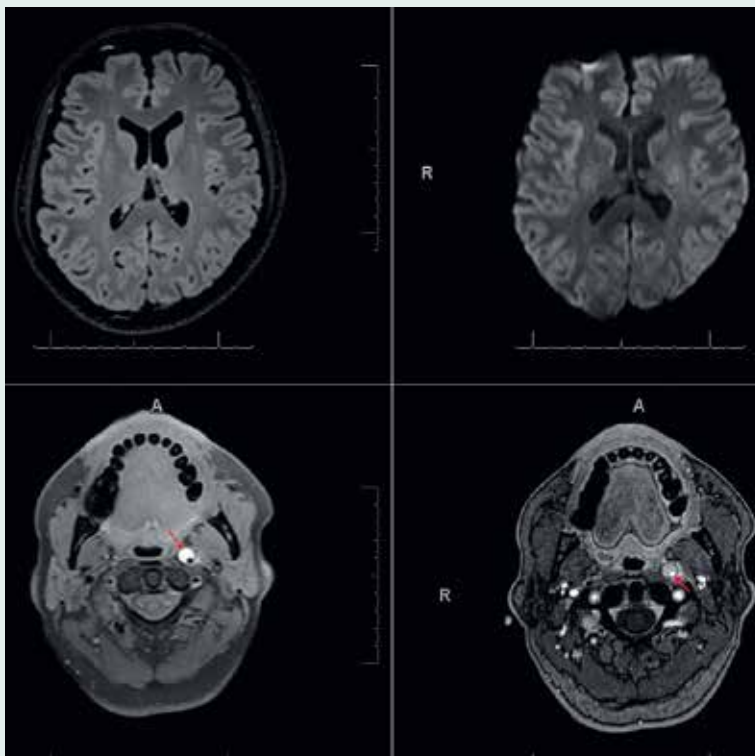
Nicht okklusive Dissektion der intrakraniellen Arteria carotis interna links am Eintritt in die Schädelbasis ohne Nachweis zerebraler Ischämien in FLAIR (oben links) und DWI (oben rechts). Charakteristisches exzentrisches Wandhämatom, stark hyperintens durch Methämoglobin in T1-Wichtung mit Fettunterdrückung, mit Signalauslöschung im punktförmigen Restlumen (unten links) und korrespondierender Kontrastierung in der KM-TOF-MRA (unten rechts)
